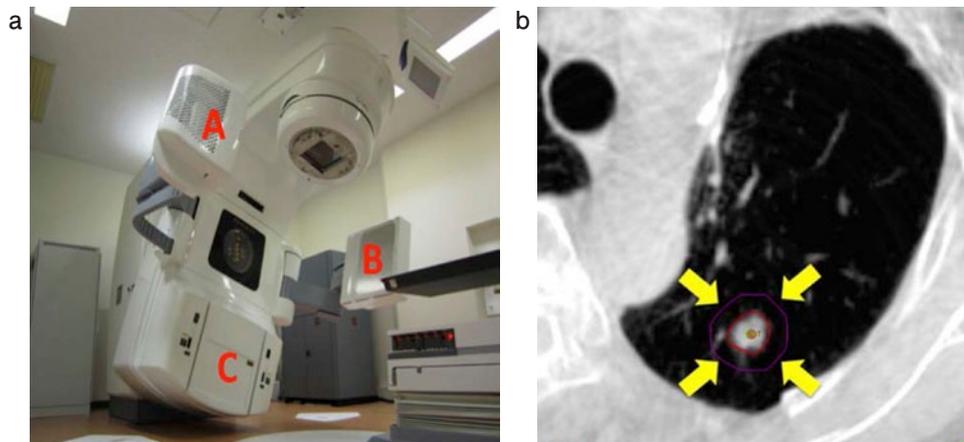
画像誘導放射線治療 (IGRT). (a) 画像取得モダリティを搭載したりニアック. 画像取得モダリティを使用することで, 治療直前もしくは治療中に患者周囲の任意の角度で位置照合画像を取得することができる. A: X線管球 (kV), B: フラットパネルディテクタ, C: ポータルイメージングデバイス (EPID). (b) ガントリを回転させながら連続的に画像を取得することで, cone-beam CT (CBCT) を撮影することが可能である. 照射直前に撮影したCBCTと治療計画作成時のCTをマッチングさせることで, 小さな腫瘍でも適切な照射位置に合わせることができる.
